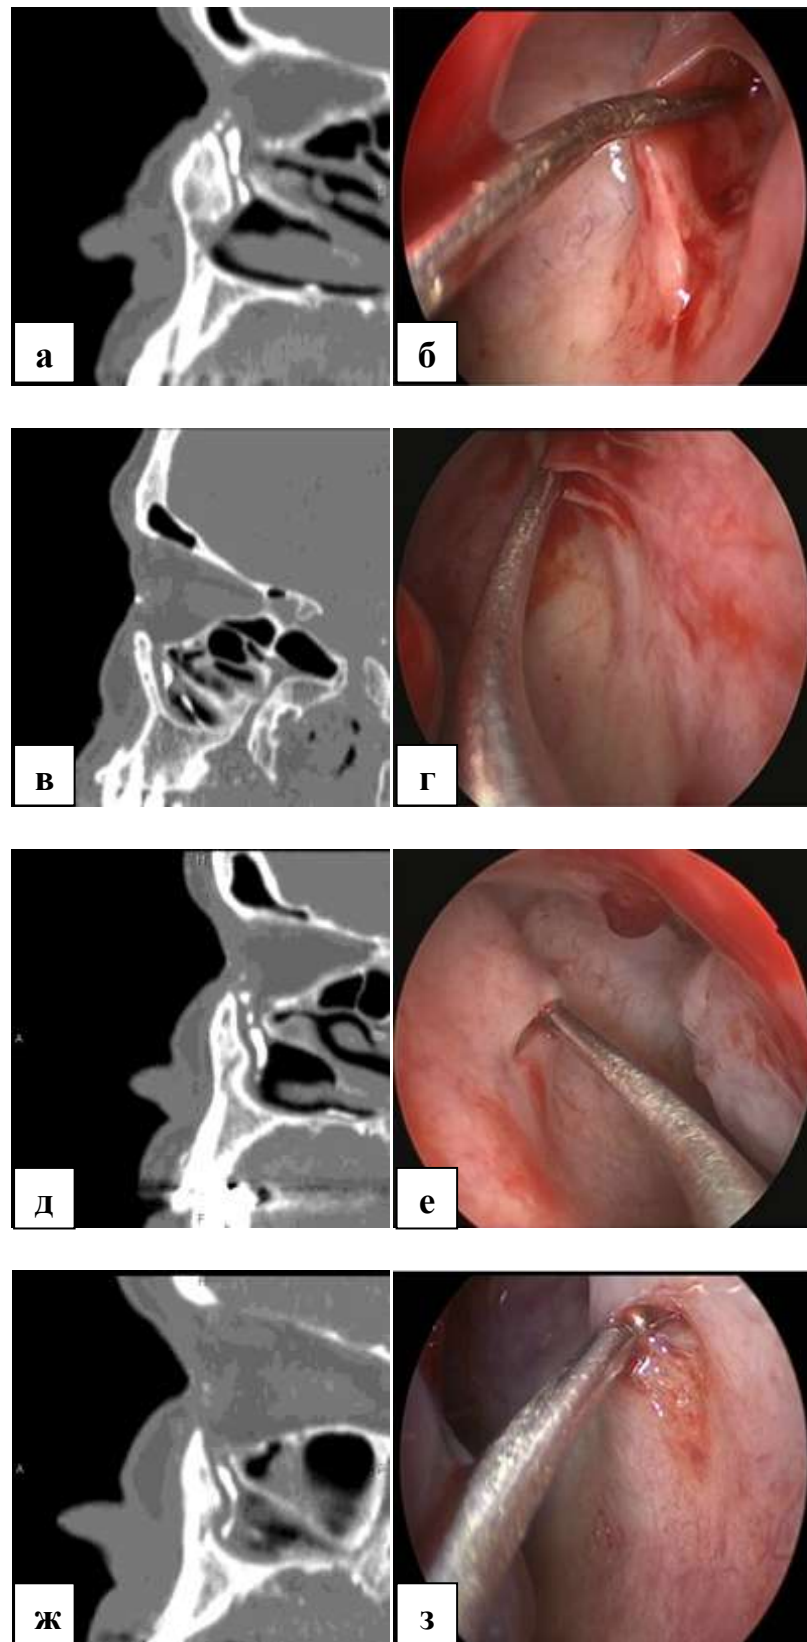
Сопоставление визуализации устья НСП по данным МСКТ и эндоскопической картины при ретроградном зондировании при различных типах строения устья НСП. а, б – первый тип; в, г – второй тип; д, е – третий тип; ж, з – четвертый тип.
